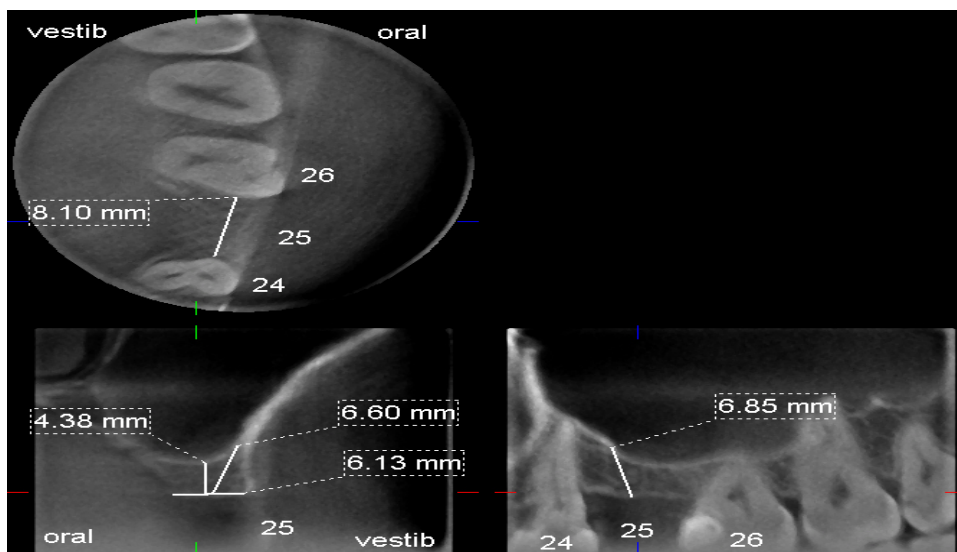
КТ при плануванні операції синус ліфту
